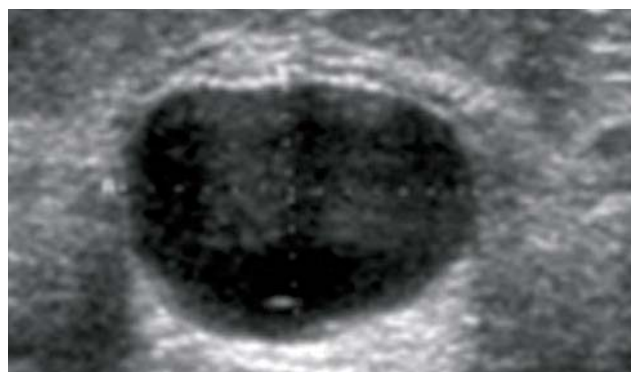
Échographie mammaire : adénofibrome.
